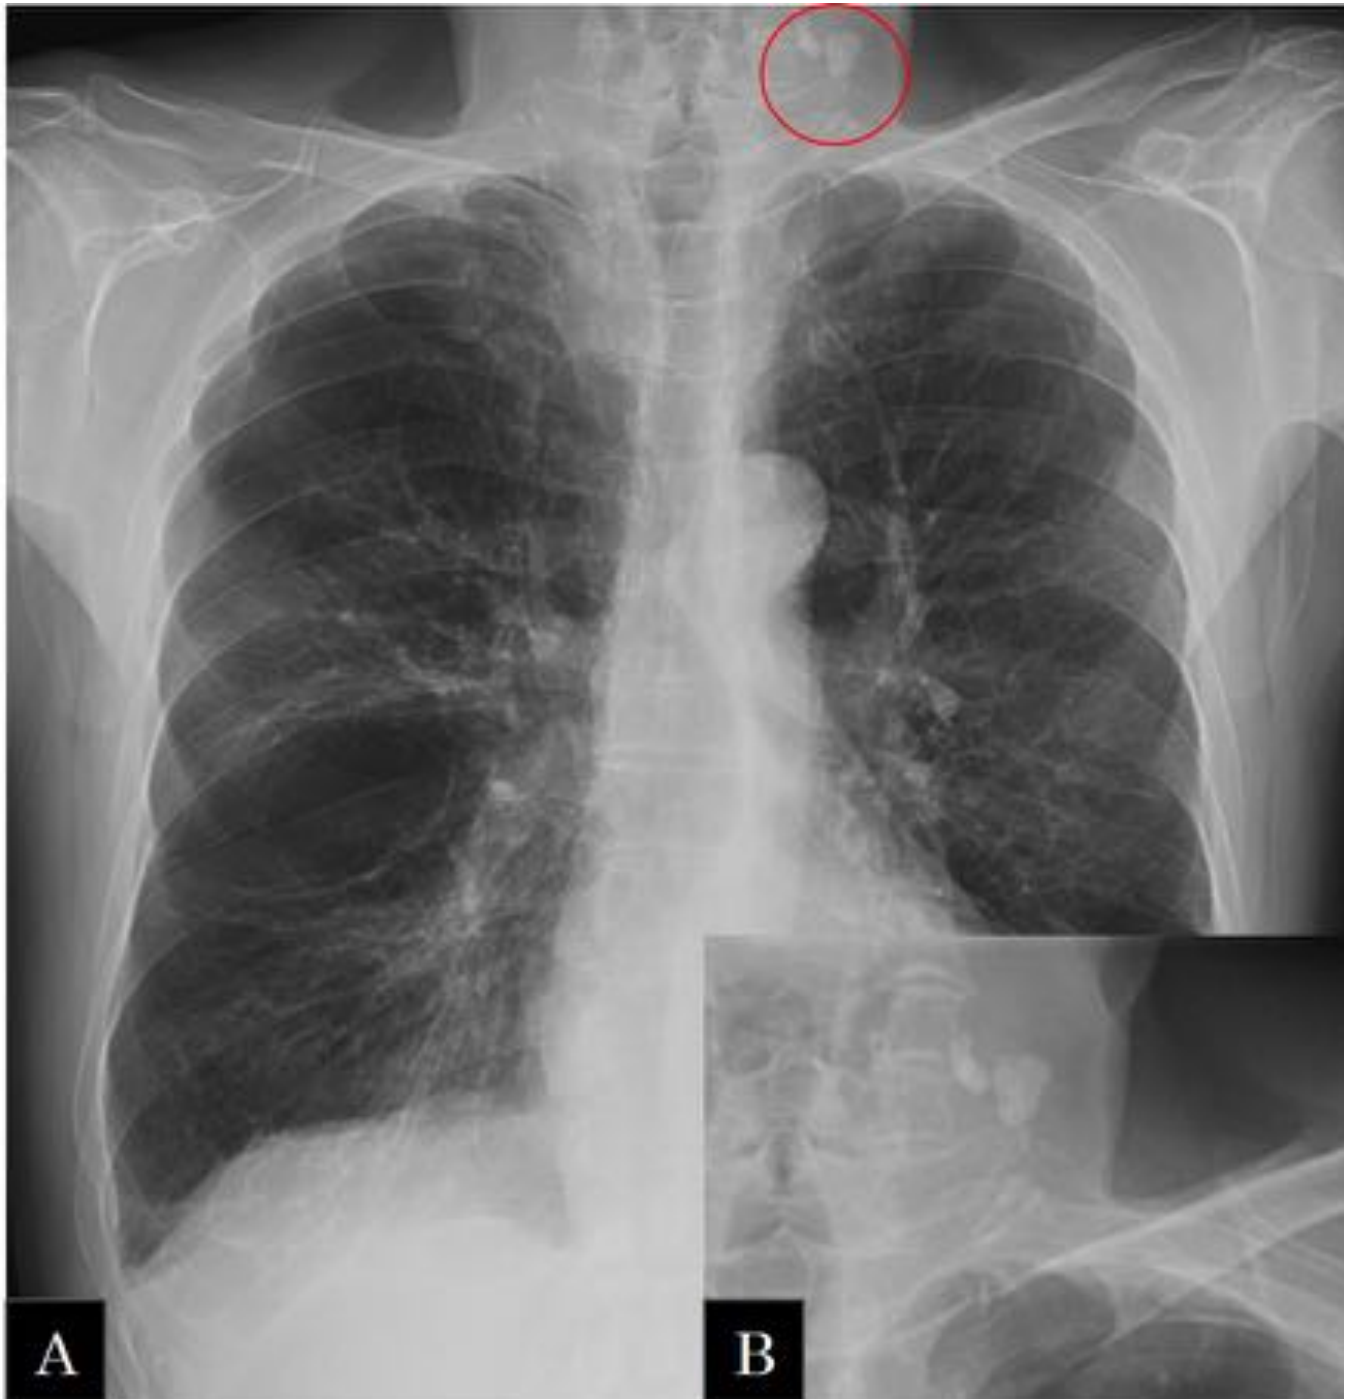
Varón de 75 años con antecedentes de EPOC. A) radiografía de tórax PA: se observan marcados signos de bronconeumopatía crónica de predominio enfisematoso con bullas voluminosas en campos pulmonares medio y superior derechos. En las partes blandas de la región cervical izquierda se ven imágenes nodulares de alta densidad compatibles con adenopatías calcificadas. B) imagen ampliada.
